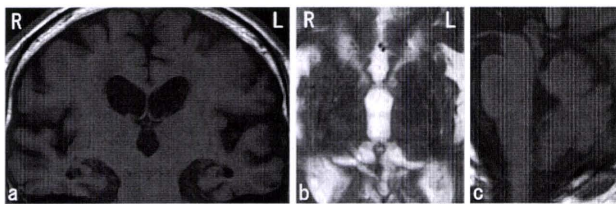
MRI taken about 8 years after onset. a Axial T1-weighted MRI, showing atrophy of the frontal and temporal lobes, including the hippocampal region. b Horizontal T2-weighted MRI, showing basal ganglia of normal intensity. c Sagittal T1-weighted MRI, showing brainstem and cerebellum with normal appearance.
